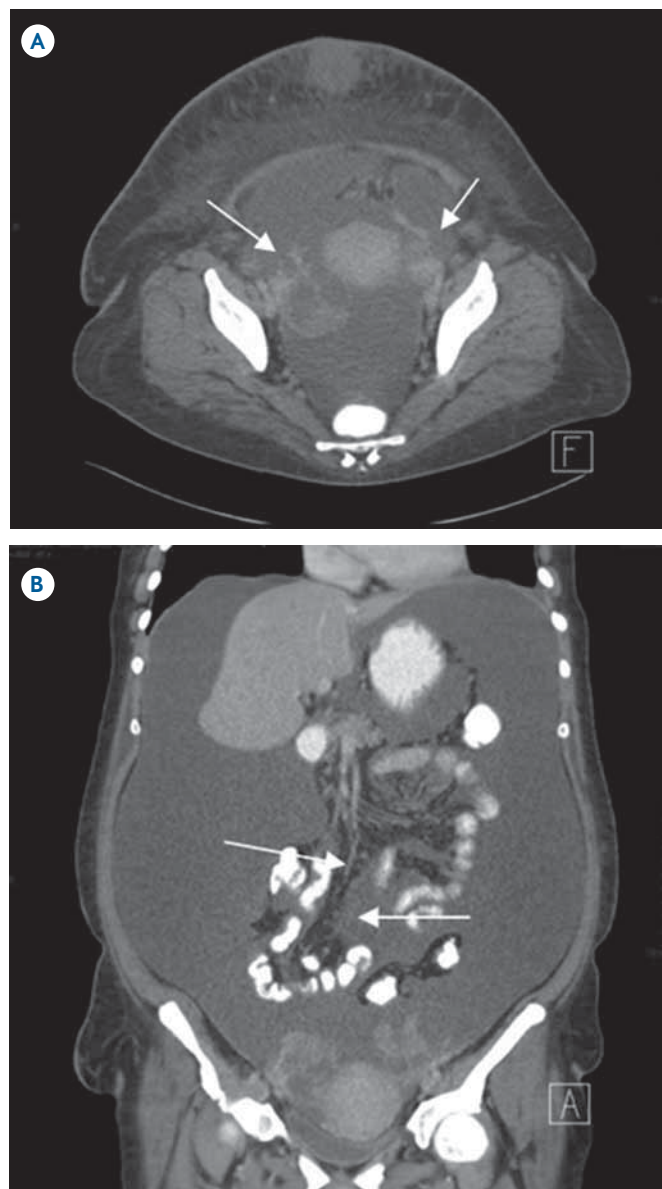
Tomografía computada de una paciente con diagnóstico de cistoadenocarcinoma seroso de ovario. A) Corte axial a nivel de hueco pélvico: masa anexial bilateral con líquido libre en los recessos peritoneales de la pelvis menor, heterogeneidad del tejido celular subcutáneo. B) Reconstrucción coronal: ascitis e implantes en la raíz del mesenterio.
